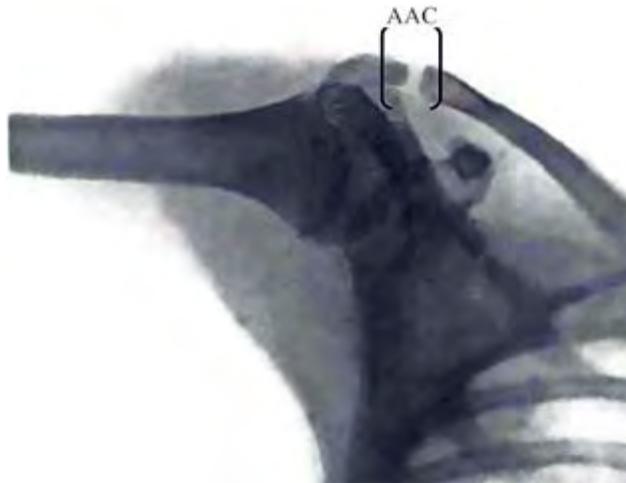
Radiografía frontal del cinturón del miembro superior: articulación acromioclavicular (AAC) derecha.
